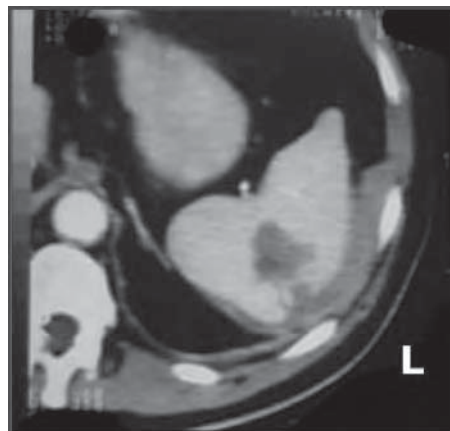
/11.- TAC de abdomen. Traumatismo con hematoma intraesplénico y hemorragia periesplénica.
